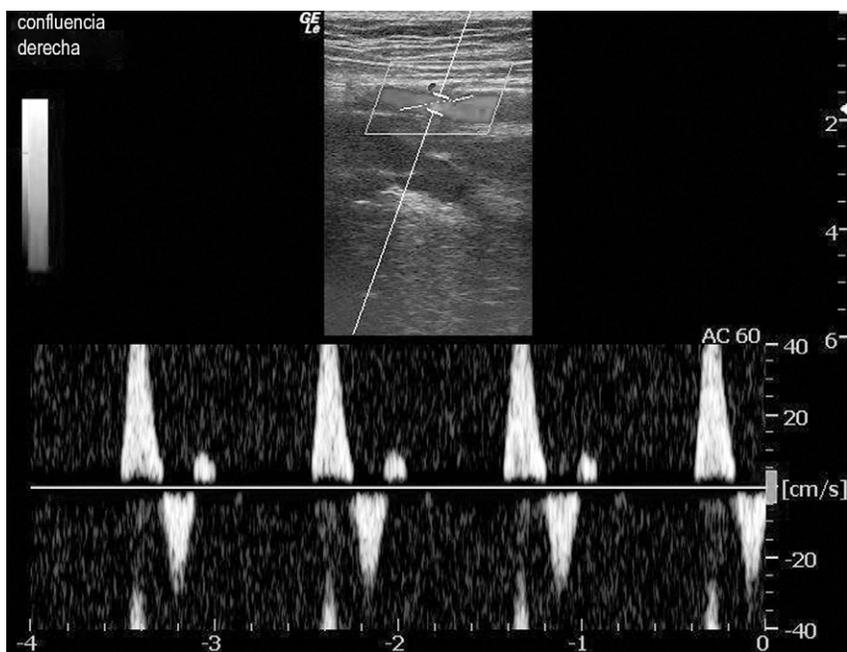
Doppler con flujo de color y onda pulsada de los vasos femorales proximales.
